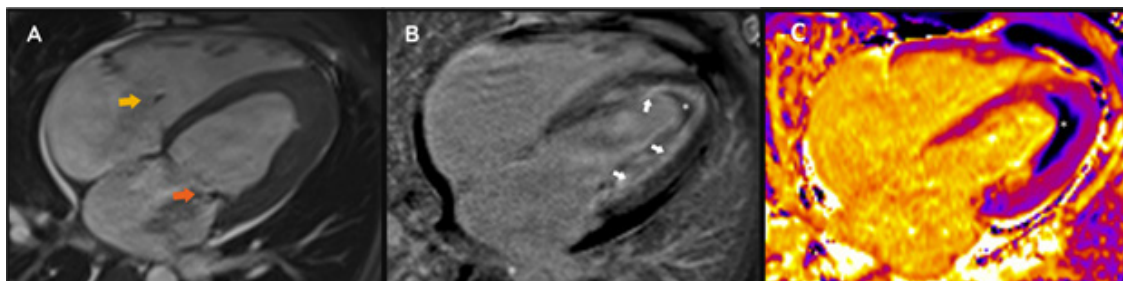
(A) Cine-ressonância magnética mostrando aderência dos músculos papilares na parede lateral do VE com perda da trabeculação e jatos de regurgitação mitral (seta laranja) e tricúspide (seta amarela). (B) Técnica de realce tardio com fibrose subendocárdica circunferencial e difusa, sem obedecer território coronariano (setas brancas) e associada a trombo atapetando o subendocárdio do VE (asteriscos). (C) Mapa T1 nativo colorido com aumento difuso do T1, principalmente na parede septal, indicando edema e fibrose, associado a trombo (asterisco).
